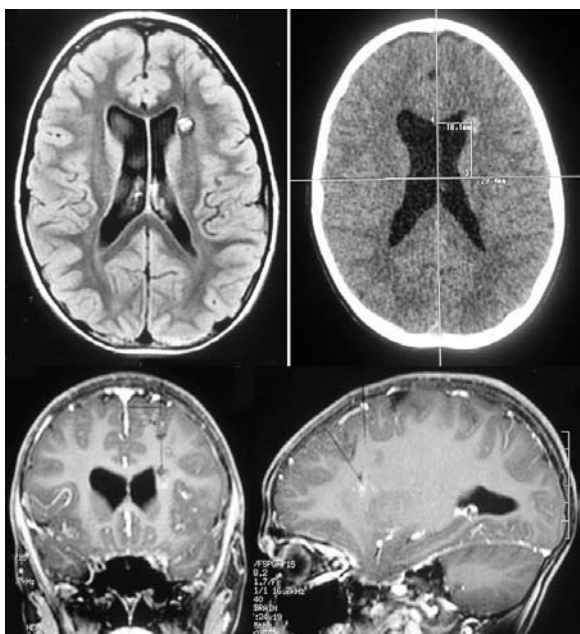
Imagens de RM mostrando cavernoma paraventricular frontal esquerdo junto ao fascículo longitudinal superior e à coroa radiada.
